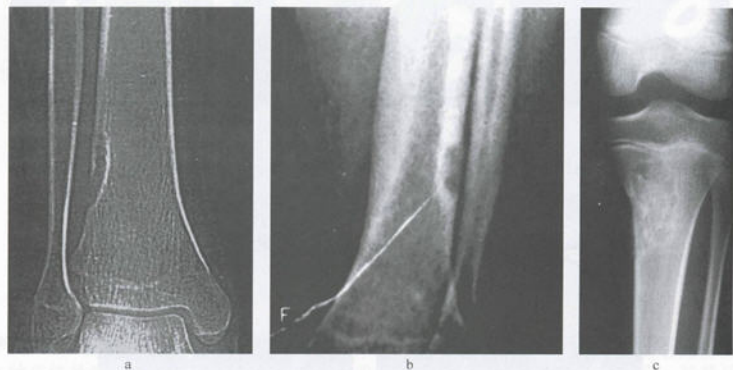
非骨化性纤维瘤的不同时期 X 线平片
